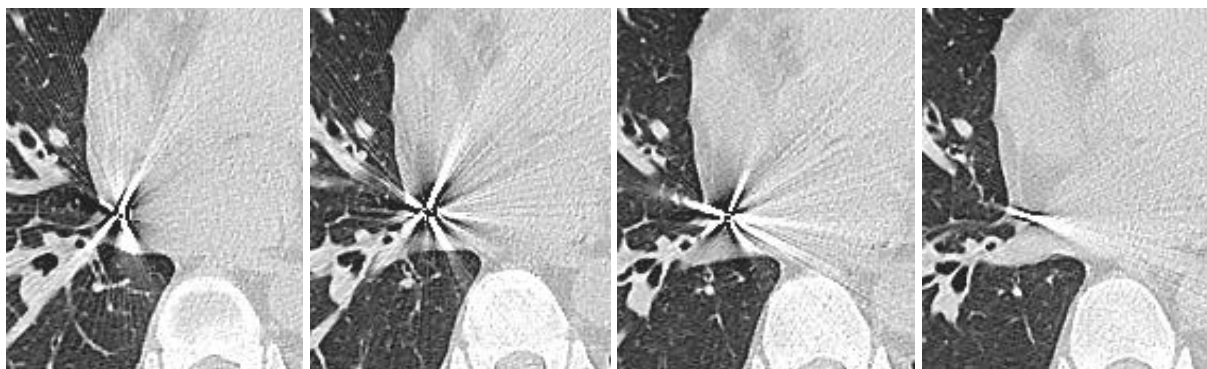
Первый вариант артефактов от осколка при КТ. Реконструкция изображений 1,5 мм. Представлены фрагменты прокрутки изображений. По мере смещения пациента изменяется длина расходящихся лучей артефактов, но вращения лучей не наблюдается
